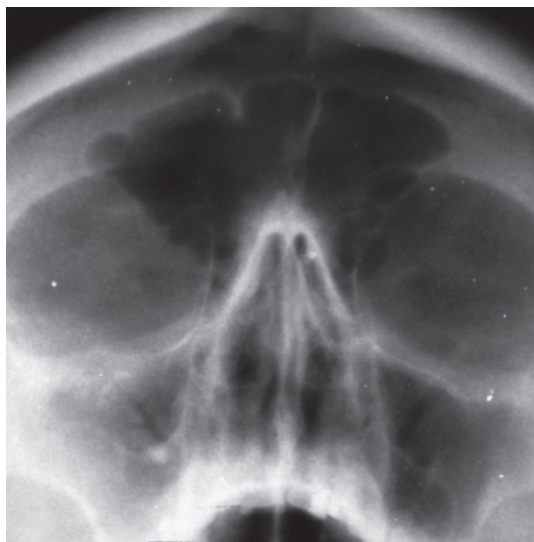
Рентгенограмма придаточных пазух носа больной Д. Инородное тело правой гайморовой пазухи, ее завуалированность
